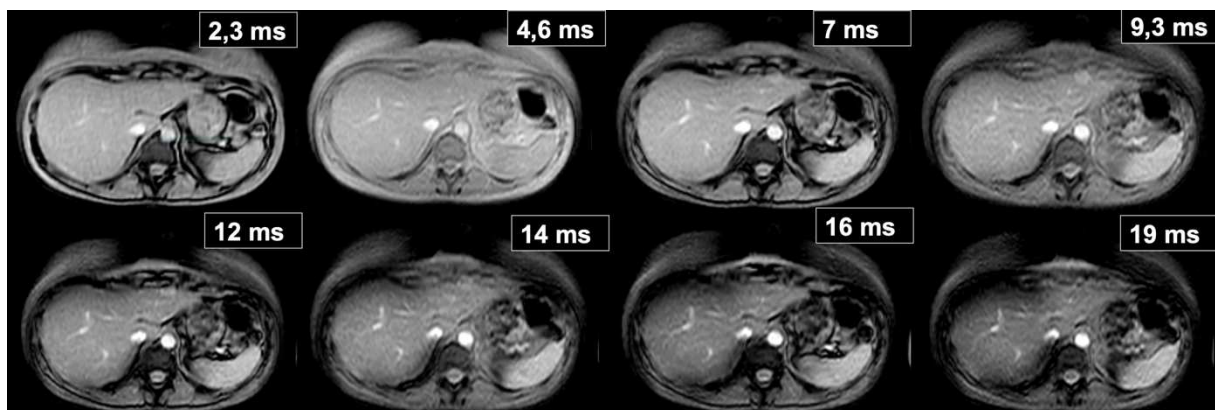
Coupes d'IRM représentant la chute du signal d'un foie sain en fonction du TE (temps d'écho) en ms
